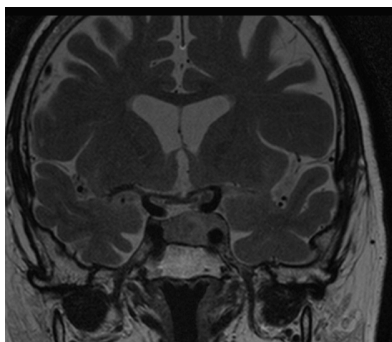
IRM Coupe coronale T2 au diagnostic: masse intra-sellaire avec remaniements.
